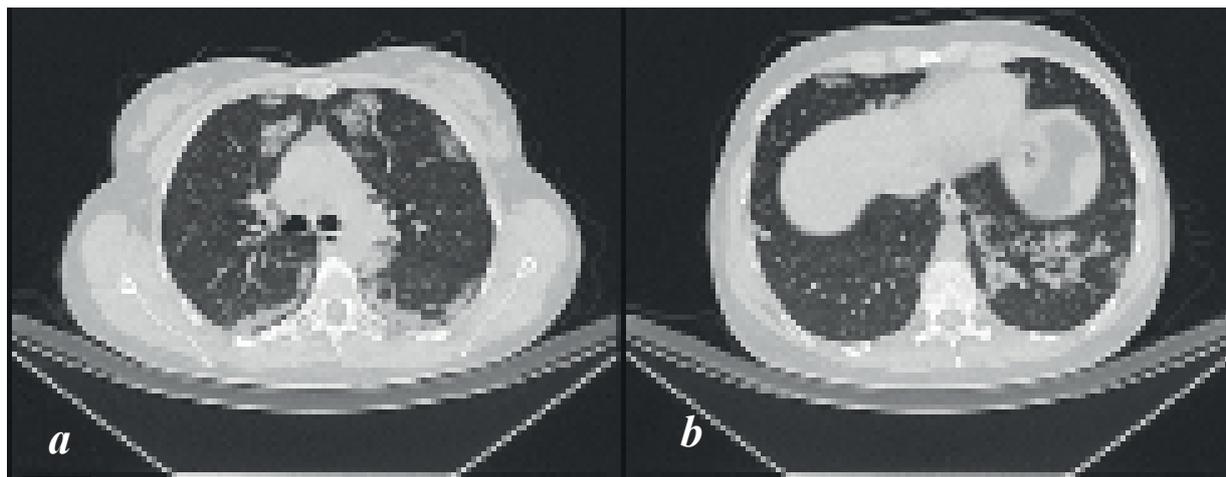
Компьютерная томограмма органов грудной клетки (2025)
